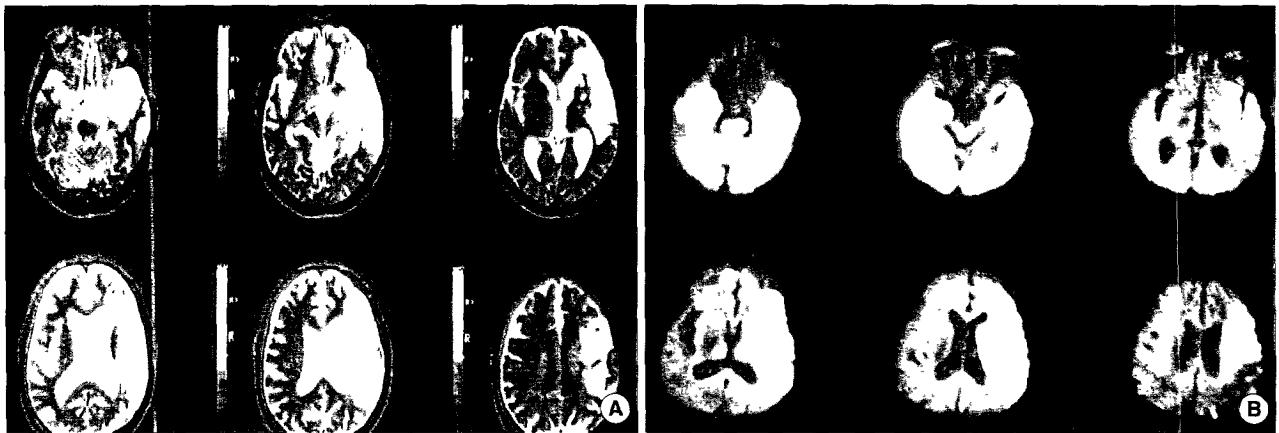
MRI of the patient. Axial T2 weighted images (A) and diffusion weighted images (B) show a large infarct involving the territories of both superior and inferior divisions of middle cerebral artery.
